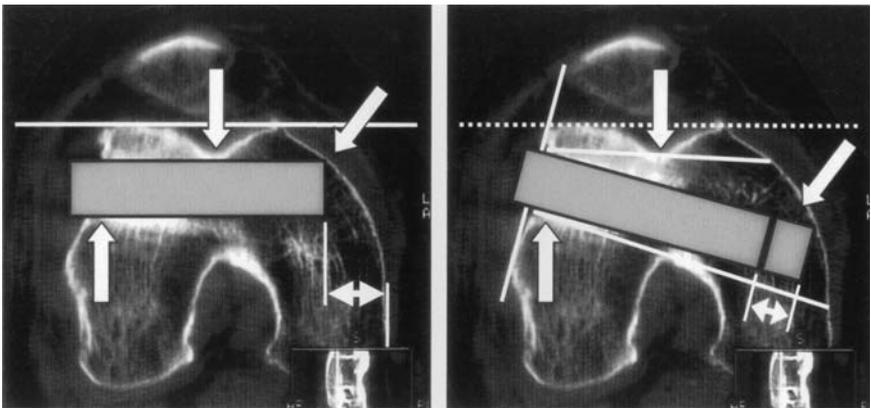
Direction de la lame : a) des coupes CT-scan de l'extrémité distale du fémur montrent que la direction de la lame ne doit pas d'office être parallèle à l'articulation fémoro-patellaire. b) Il existe une assez grande zone de sécurité pour la lame et on peut se permettre de l'introduire plus inclinée médialement. Cela permet même l'utilisation d'une lame plus longue sans risque de perforation médiale.
